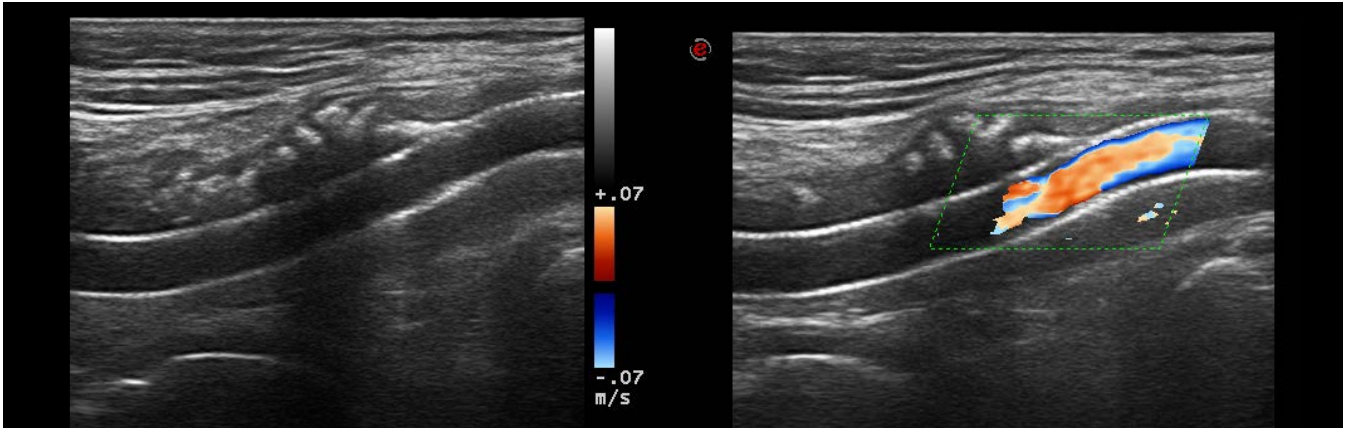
Imágenes de los controles ecográficos durante el seguimiento de los pacientes (Modo B y Modo Doppler Color).
